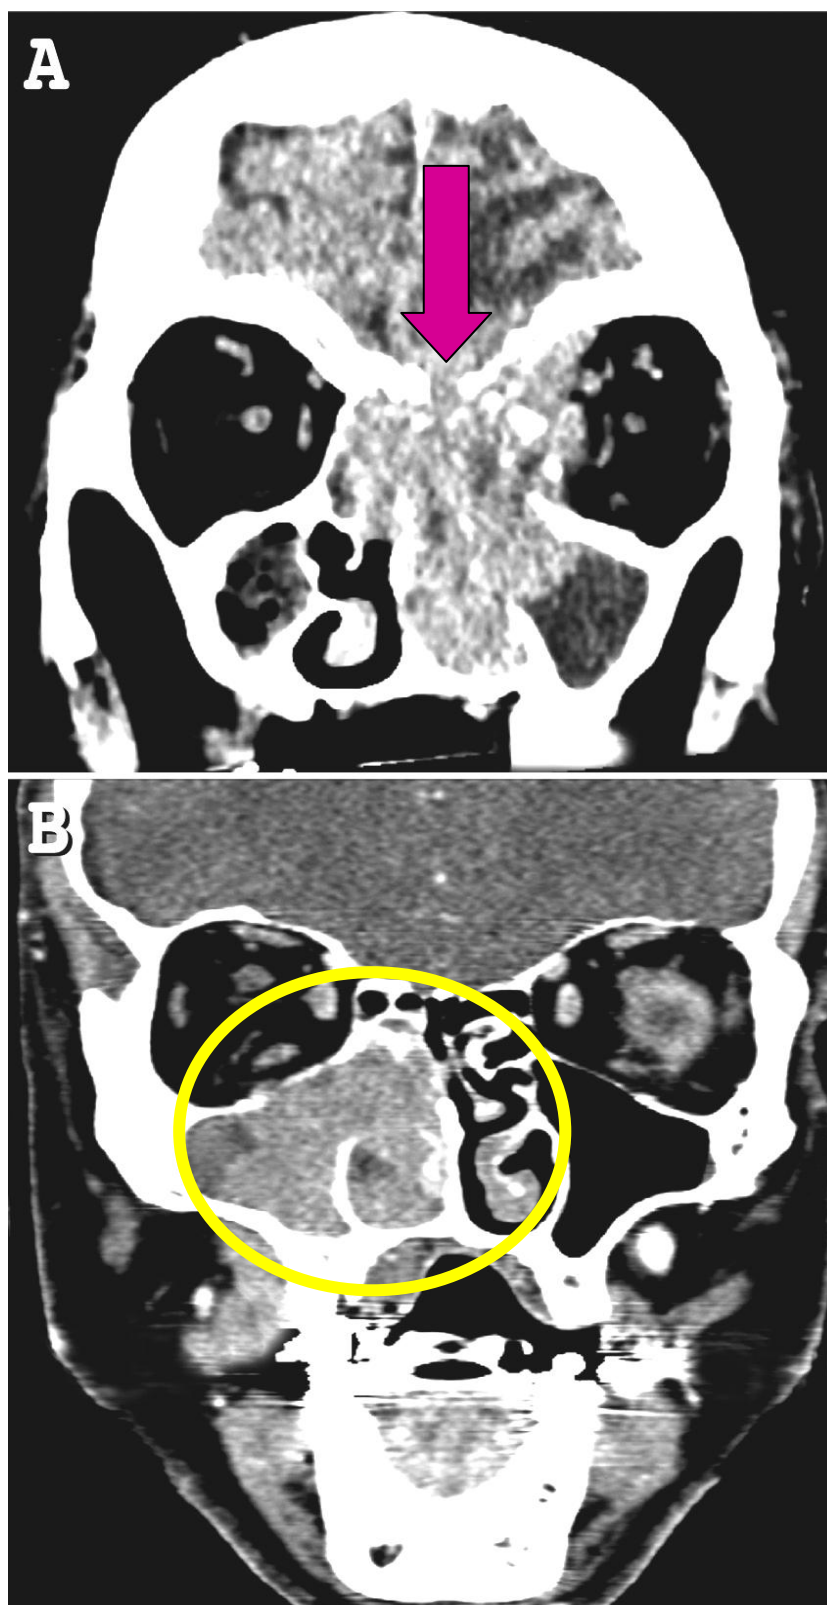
TDM du massif facial, injectée, en coupe coronale (A) montrant une lyse osseuse de la base du crâne et de la paroi orbitaire interne par une tumeur ethmoïdo-maxillaire, un lymphome de stade IV Ann Arbor, et (B) une tumeur maligne du sinus maxillaire, un lymphome B diffus à grandes cellules.(28)
